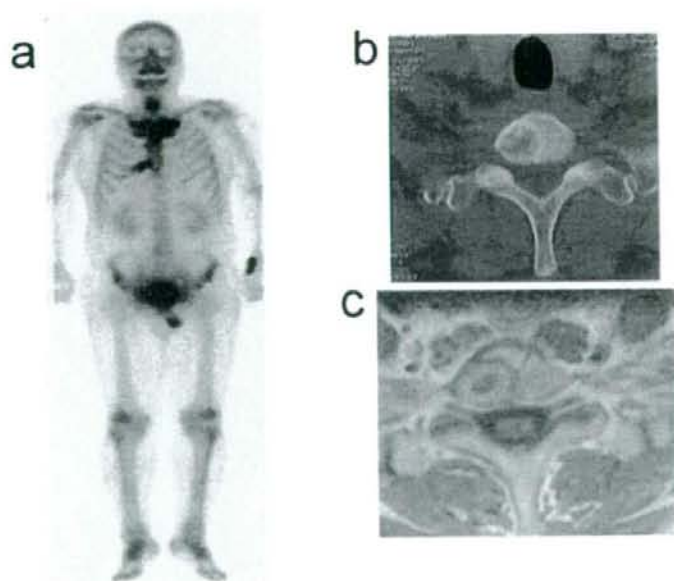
a) The whole-body radio nuclide scan showing the uptake in the cervical spine and bi-lateral sternoclavicular joints, and the right ribs 6 and 7. b) CT of the cervical vertebrae showing a bone defect in C-7. c) MRI (gadolinium-enhanced T1WI) of the cervical vertebrae showing diffuse opacities in the vertebral body of C-6 and opacity of the vertebral body periosteum.
